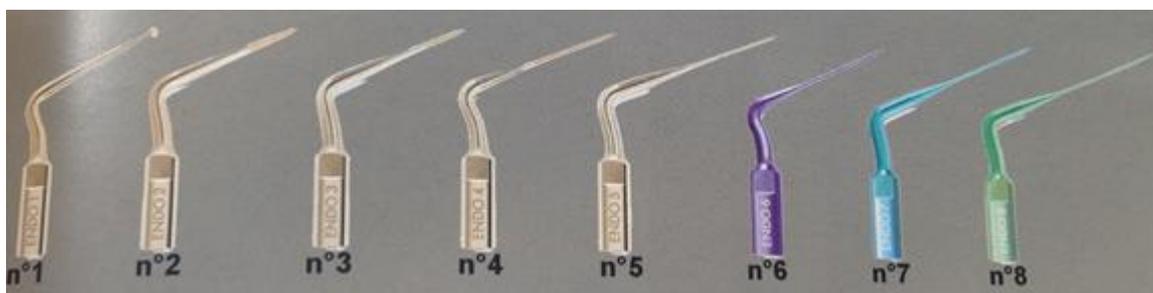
Différents inserts ultrasonores ProUltra[®] de chez Dentsply-Maillefer. Les n°2 et 3 seront réservés à la réalisation de la cavité d'accès. ^{186]}
